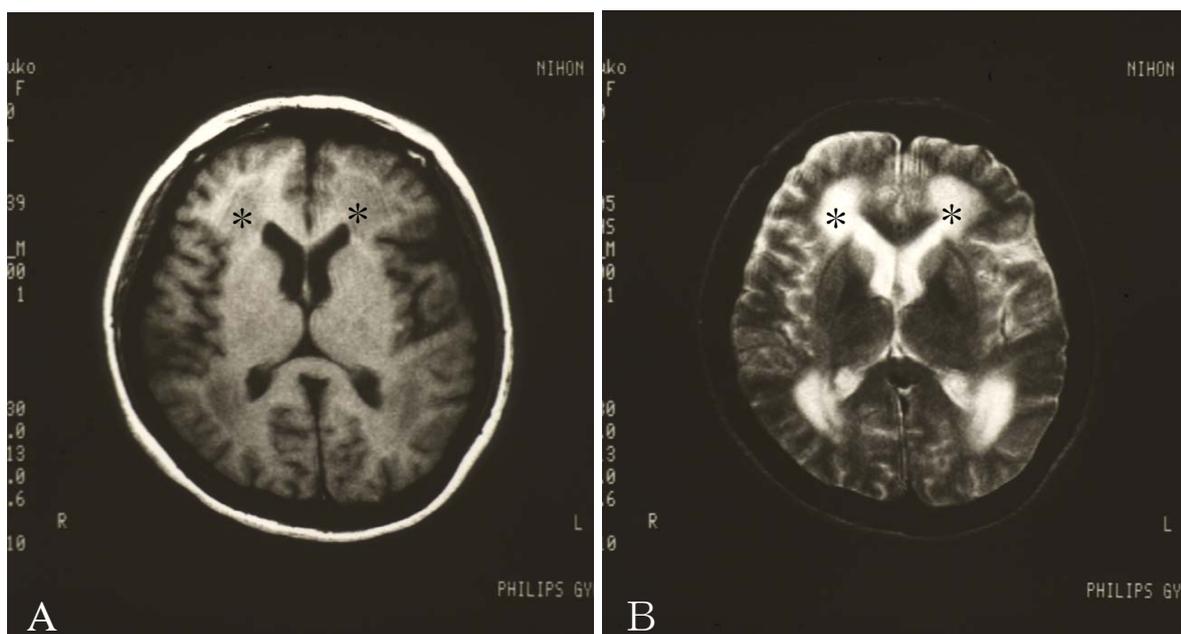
図 2 の患者におけるカルモフル中止 1 か月後の MRI 画像
